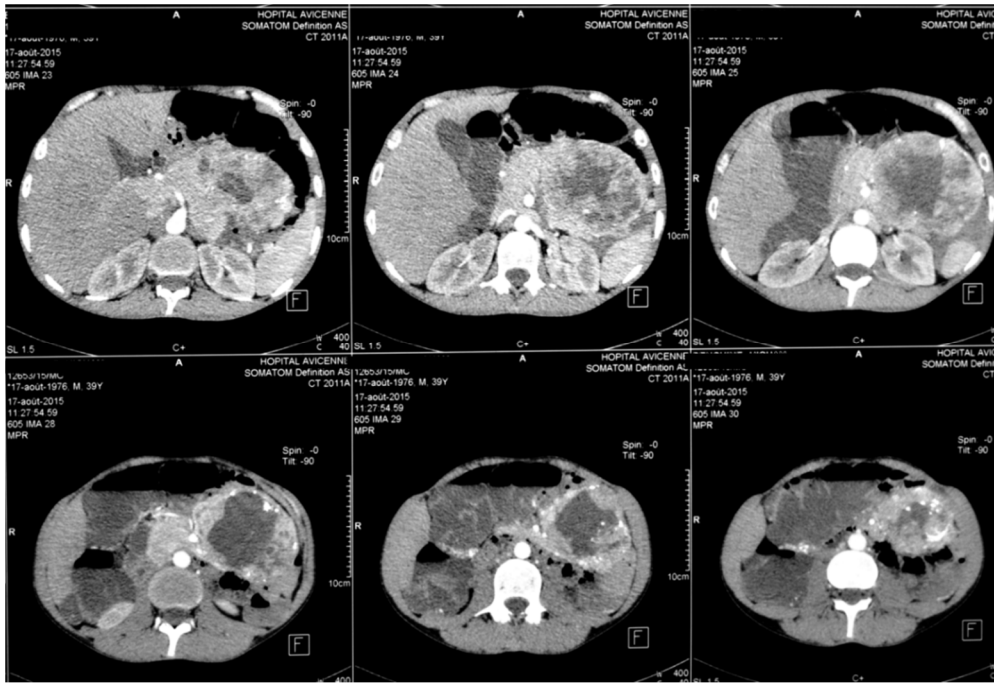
TDM après injection de produit de contraste- Prise de contraste de la masse pancréatique
